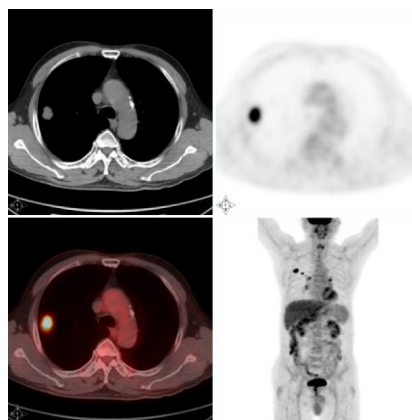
右肺鳞癌,长径约2.1 cm, SUV_{max}为12.8。
